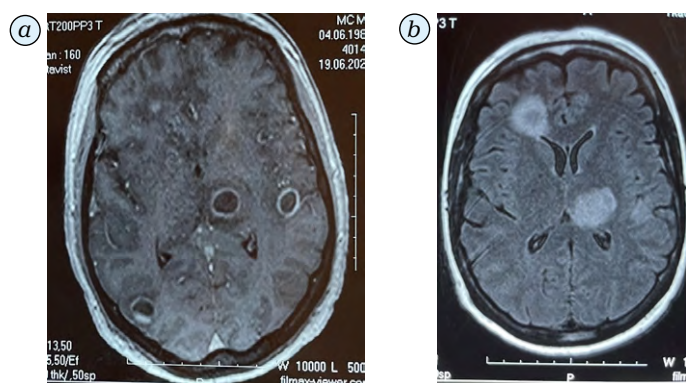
МРТ головного мозку, червень 2023 р.
